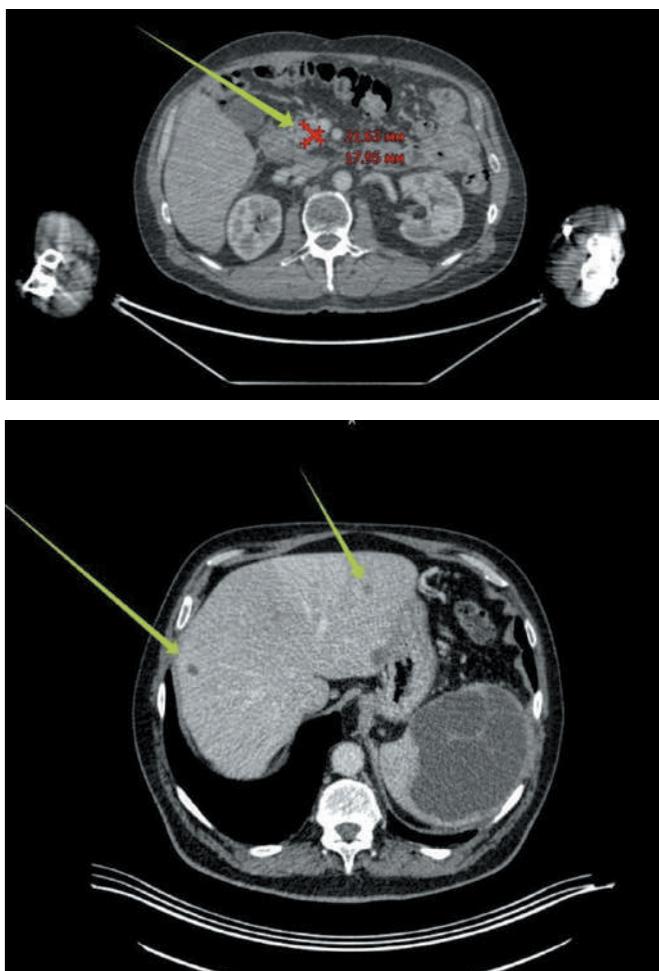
Компьютерная томография от 18.11.2022. КТ-картина объемного образования и очагового изменения головки поджелудочной железы. Множественные очаги в печени
